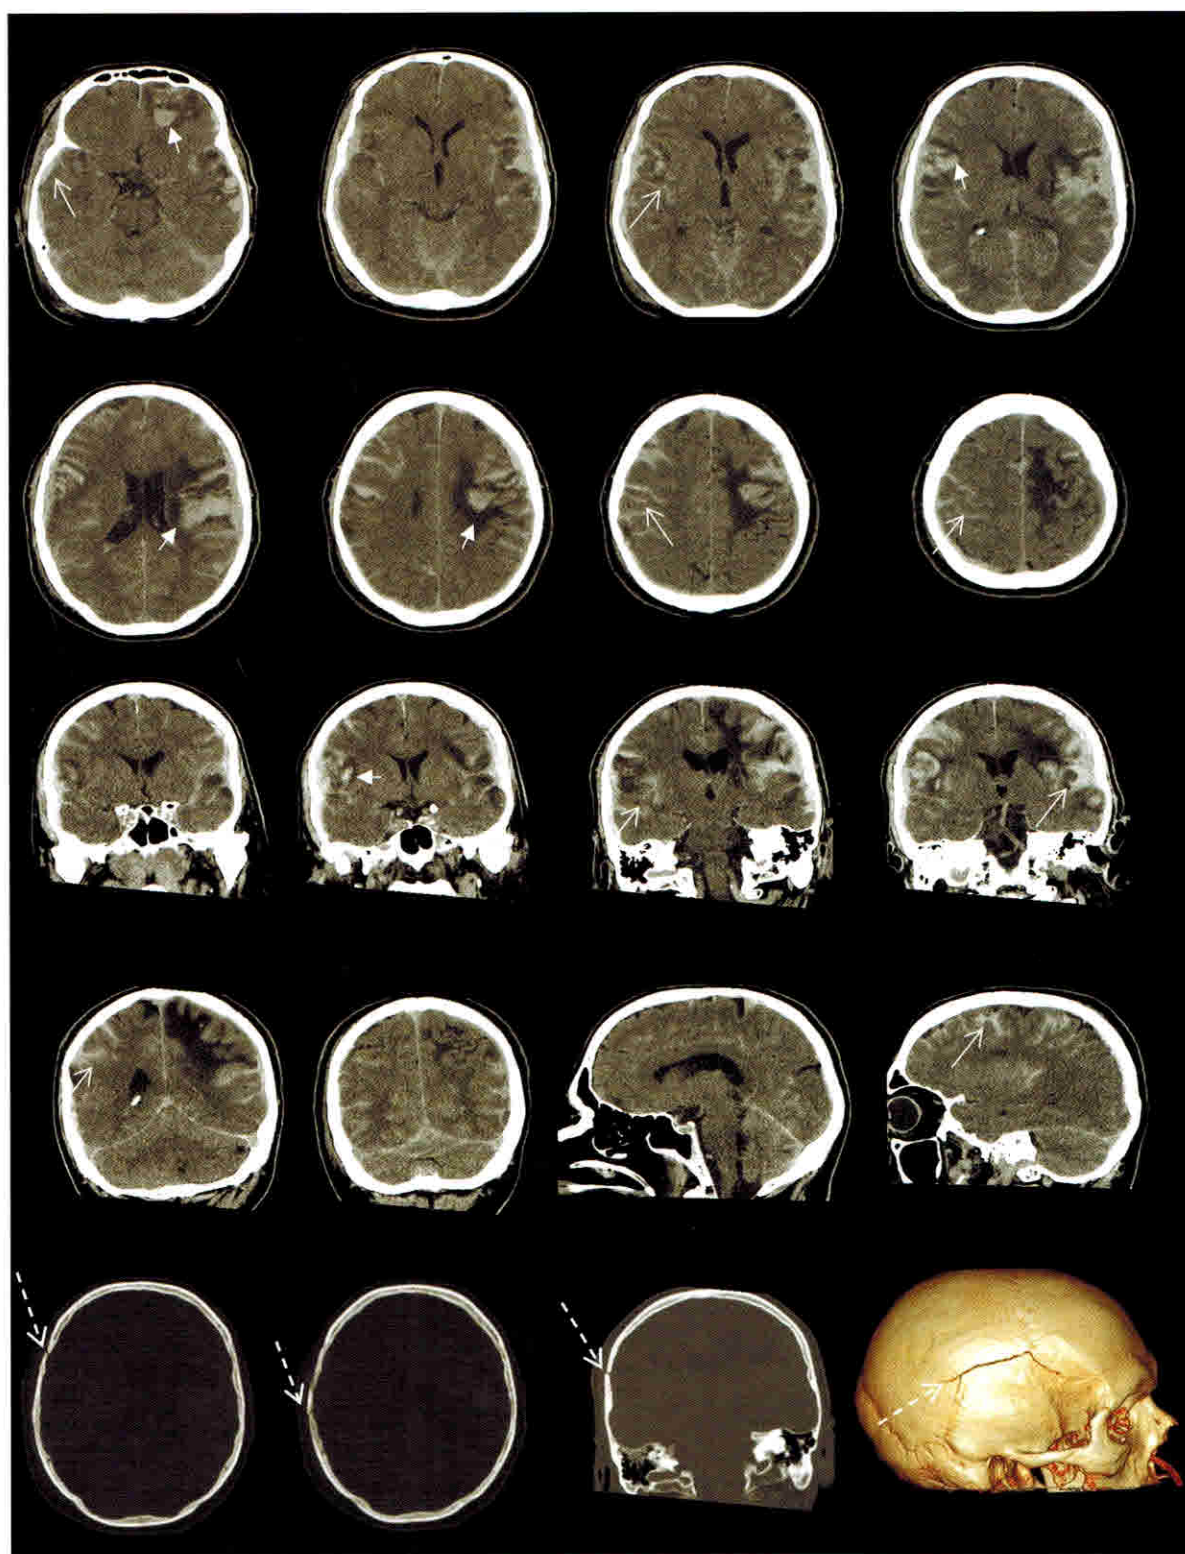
Пациент 25 лет, после ДТП. На КТ головного мозга в обоих полушариях большого мозга отмечаются многочисленные ушибы вещества головного мозга с геморрагическим пропитыванием (короткие стрелки), субарахноидальное кровоизлияние в обоих полушариях (сплошные стрелки), линейный перелом правой височной и частично затылочной костей (пунктирные стрелки).
